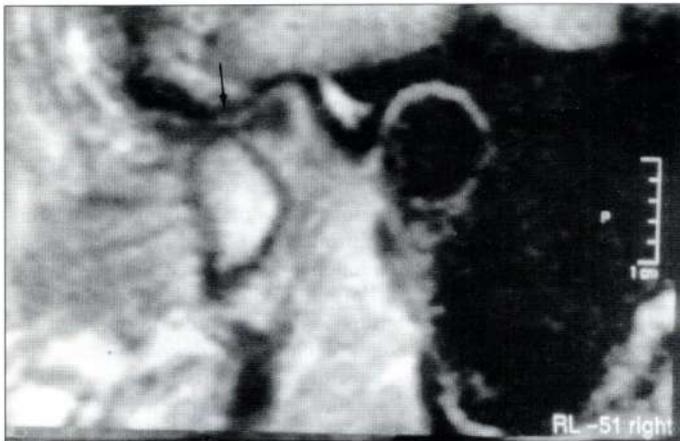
Ressonância magnética do lado direito evidenciando o correto posicionamento do disco articular sobre o côndilo em abertura bucal, indicado pela seta.
